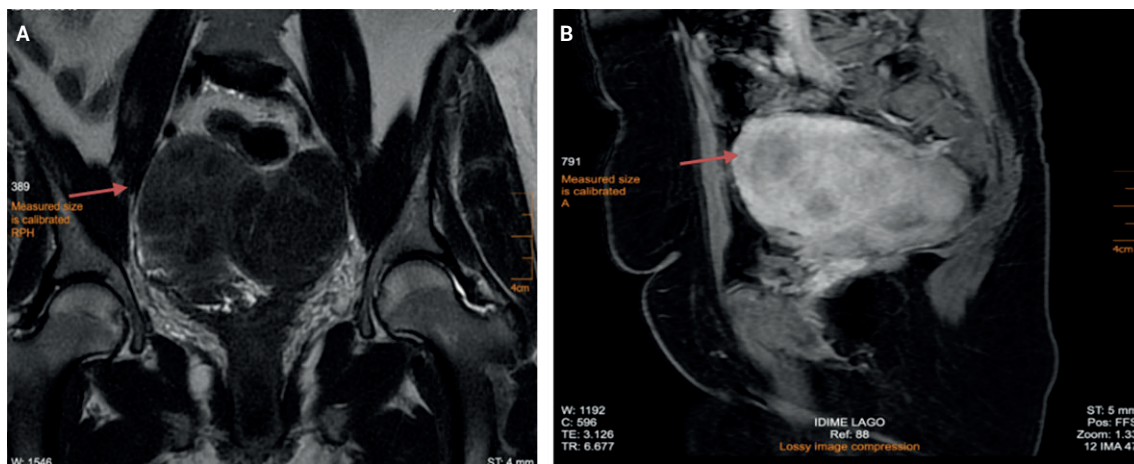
Resonancia de abdomen y pelvis en planos: A) coronal y B) sagital, que muestra una tumoración sólida de gran tamaño, de contornos bien definidos (flecha naranja), localizada en la cavidad pélvica, con señal heterogénea y en íntima relación con el recto y las estructuras vasculares ilíacas.
